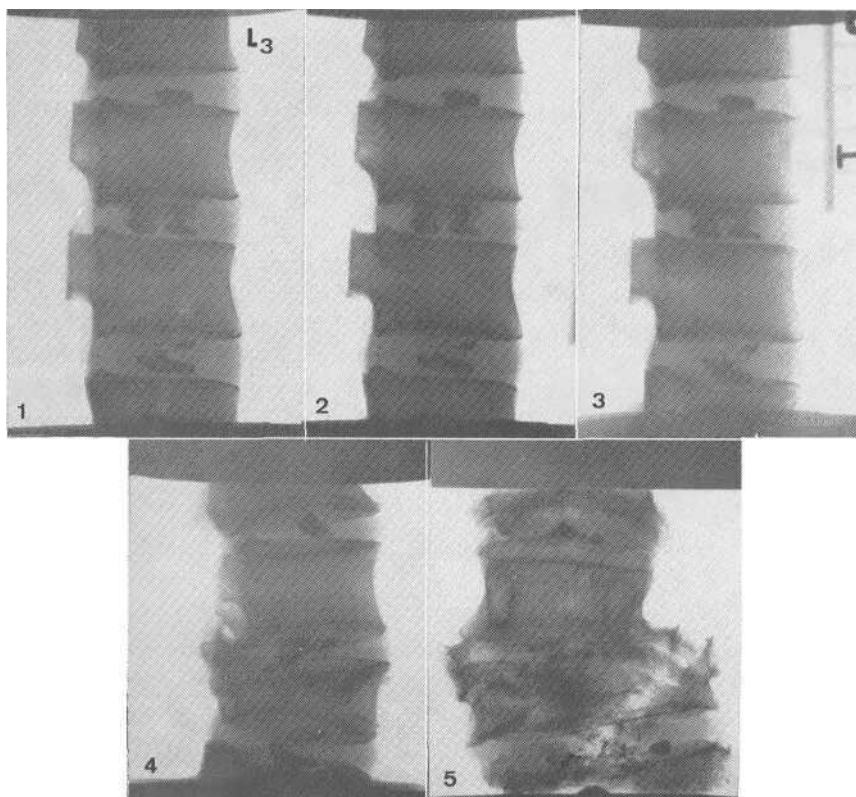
Negli ultimi due fotogrammi rappresentanti la proiezione radiografica laterale e antero posteriore del pezzo anatomico, ad un carico di circa kg 320, si è avuto il cedimento degli ultimi corpi vertebrali, mentre lo spazio intersomatico ha conservato pressochè la sua iniziale ampiezza
